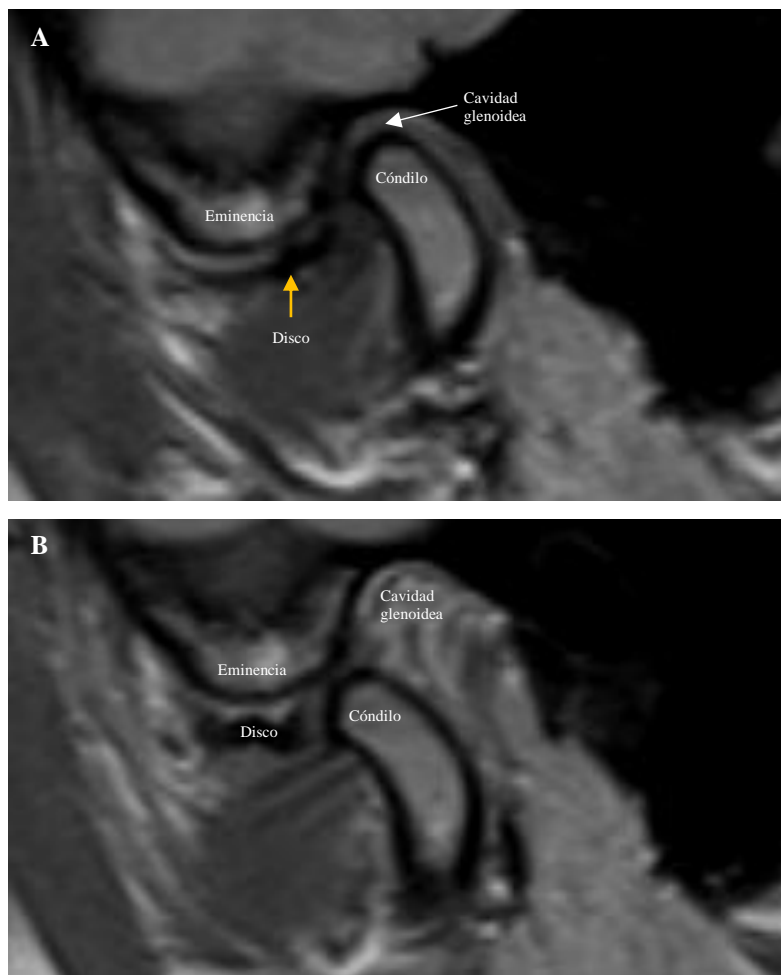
Imagen de Resonancia Magnética (RM) en corte parasagital de la articulación temporomandibular (ATM). La RM de las estructuras de la ATM derecha corresponde a un paciente del estudio con desplazamiento del disco no reductible en posición de boca cerrada (A) y boca abierta (B).
